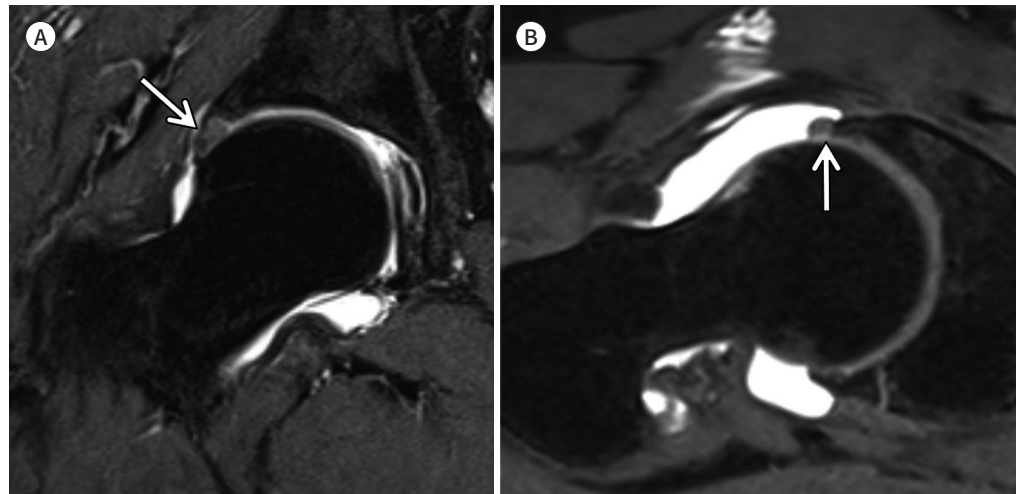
Perilabral sulcus. Oblique coronal fat-suppressed T1-weighted image from an MR arthrogram of a 52-year-old male shows a perilabral recess (arrow) which is the anatomic space created between the joint capsule and labrum.
